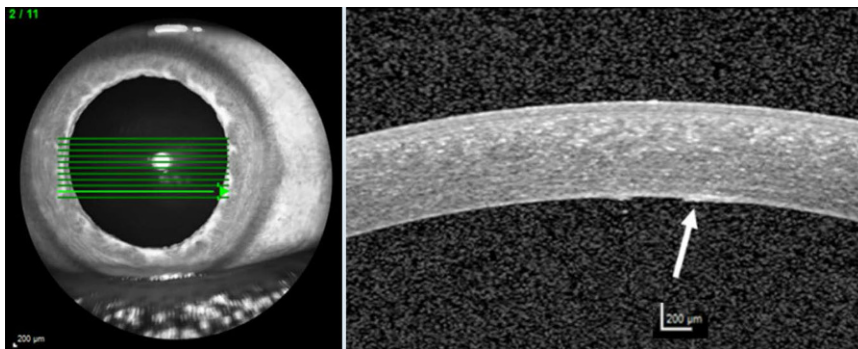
▲ Optische Kohärenztomographie des Vorderabschnittes mit Darstellung des endothelialen Ödems (Pfeil)
